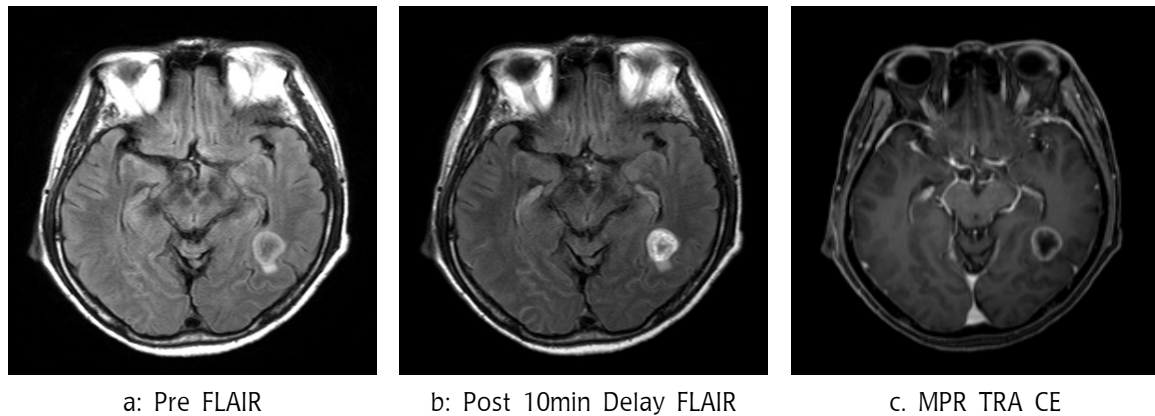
MRI images of patients with brain metastases.
